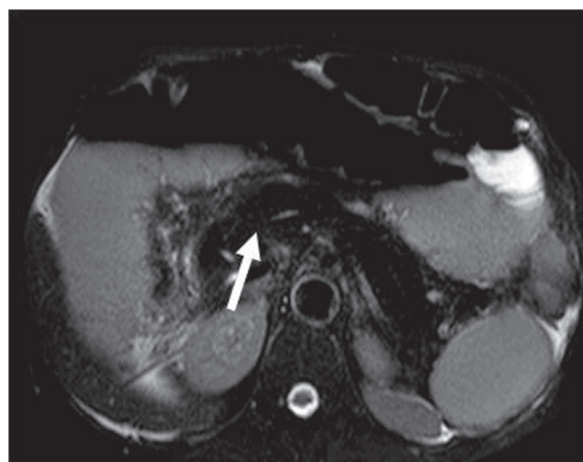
Resonancia magnética en secuencia STIR, corte axial: los tejidos grasos suprimen su intensidad y lo mismo sucede con el tejido graso infiltrante del páncreas (flecha).
